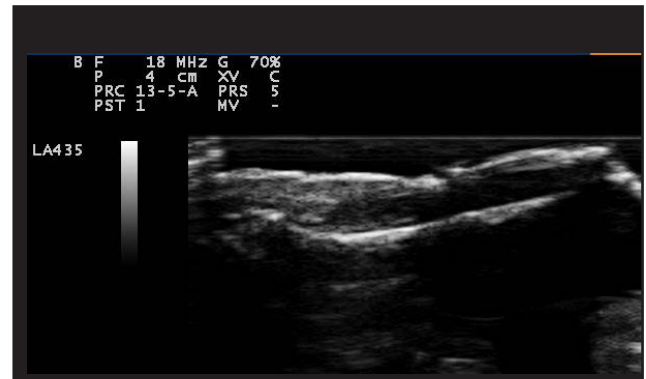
Ecografía de la uña psoriásica. Se observa un engrosamiento y desestructuración de la tabla ungueal. Esaote MyLab 25, sonda lineal 18 MHz, modo B.
